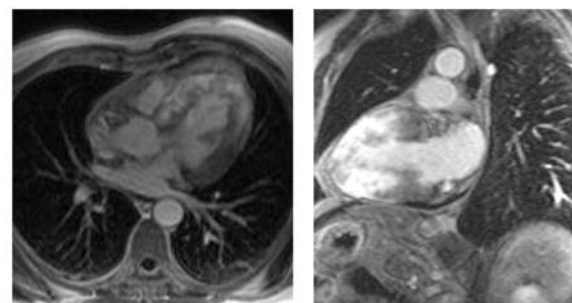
МР-томограммы сердца больного ГКМП: визуализируются множественные зоны некроза интрамиокардиальной локализации в межжелудочковой перегородке, передней и нижней стенках левого желудочка.
